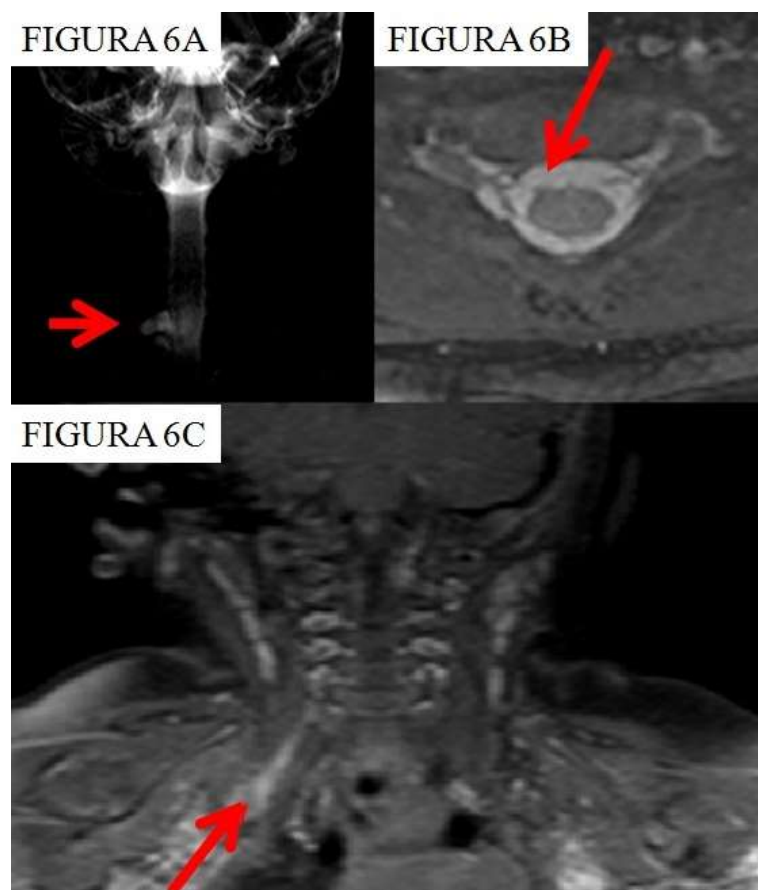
RM images. 6A: Pseudomeningocele. 6B: Avulsion of the anterior root. 6 C: Neuroma. Taken from a patient with obstetric brachial palsy evaluated by the Pediatric Neurosurgery Unit of the Neurosurgery Service of the Regional University Hospital of Málaga.
